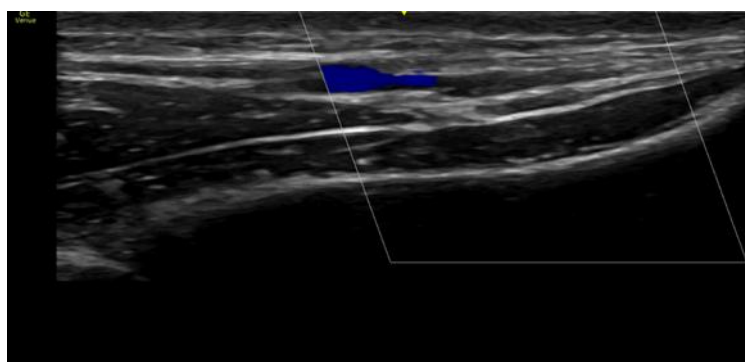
Doppler color arteria radial en corte longitudinal.
